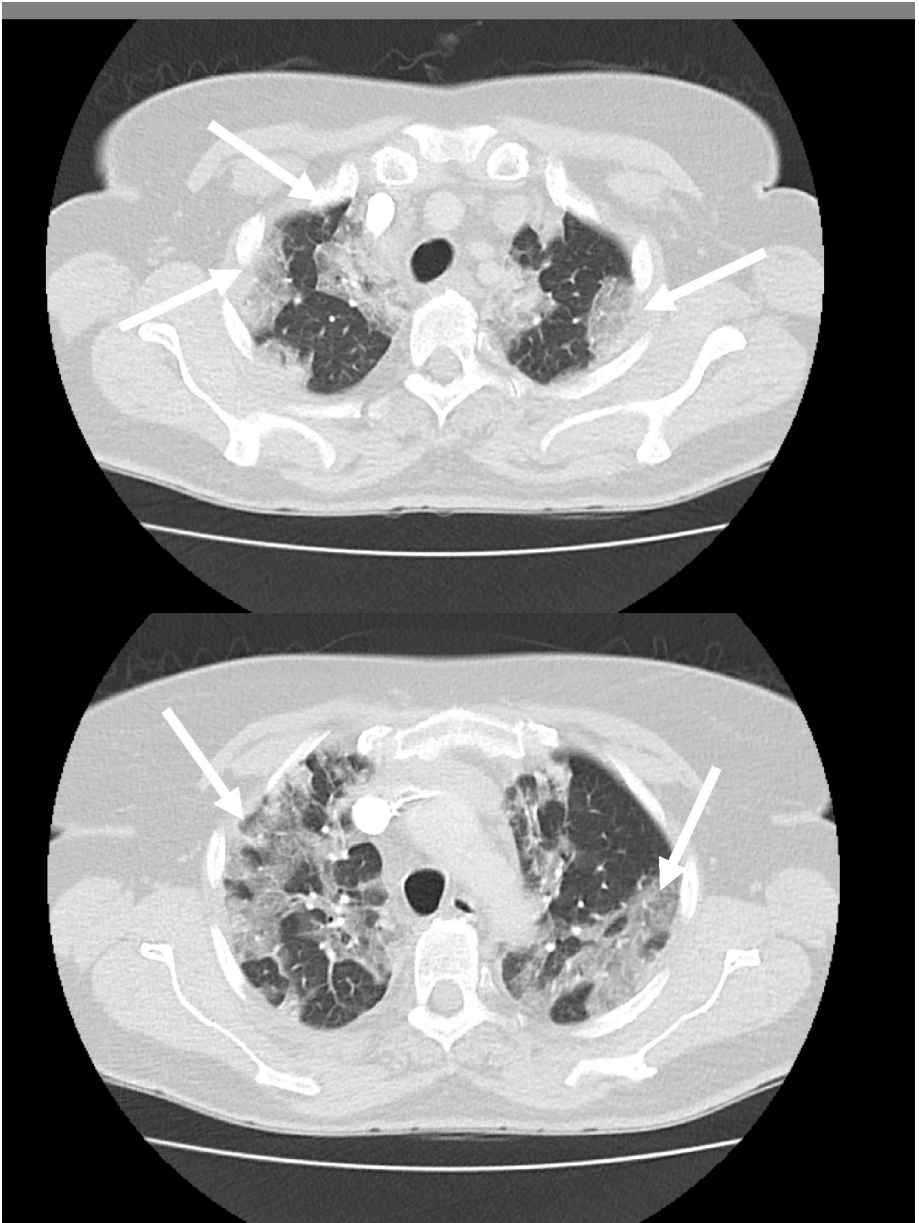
Thorax-CT bei Covid-Pneumonie (Typische Covid-Infiltrate sind mit Pfeilen markiert)
